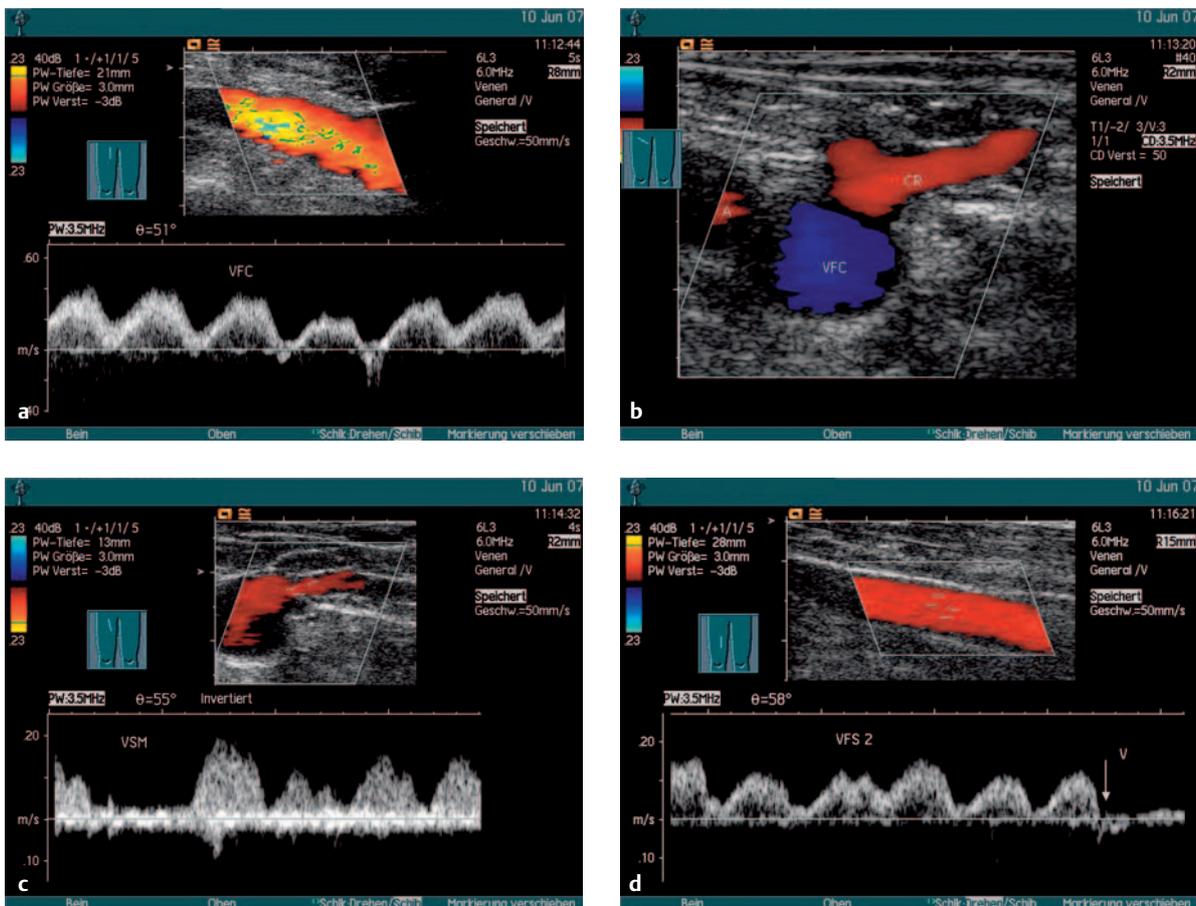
d Normalbefunde Farbdoppler-Duplex am Oberschenkel.
